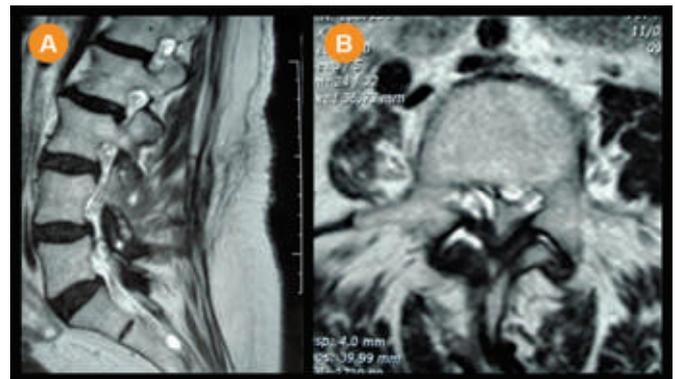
MRI (sagittal (A) and axial (B) T2-weighted) demonstrating a left L4-L5 isointense synovial cyst arising from the adjacent facet joint.
